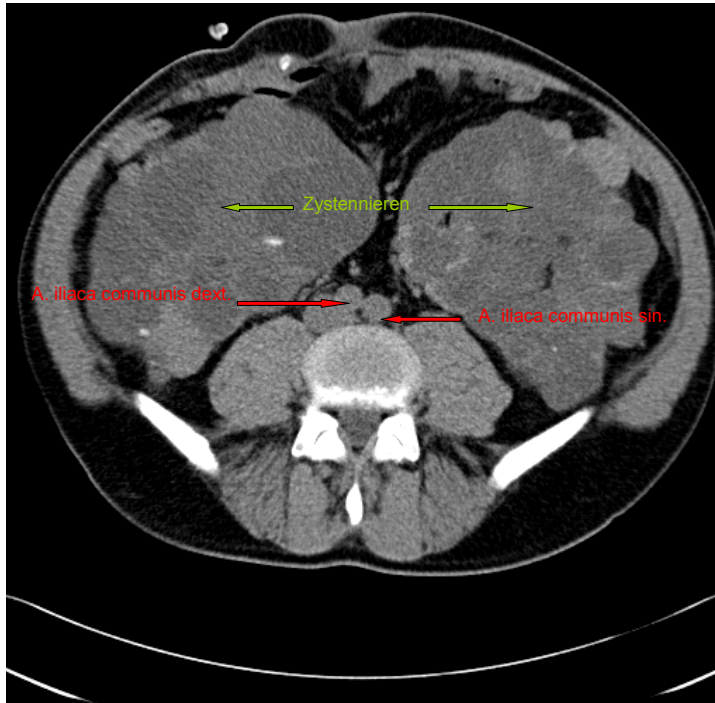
CT Bild 1, Verkalkung Grad 0
